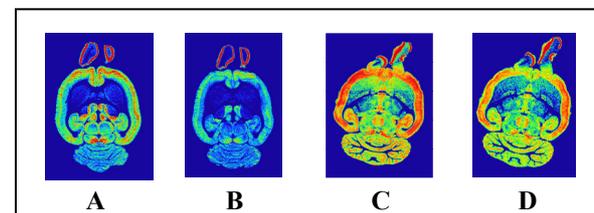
Autoradiographie von 6 nM [³H]Ro15-4513 gegen TC07 mit A: Gesamtbindung, B: 1 μ M TC07 und TC12 mit C: Gesamtbindung, D: 1 μ M TC12
